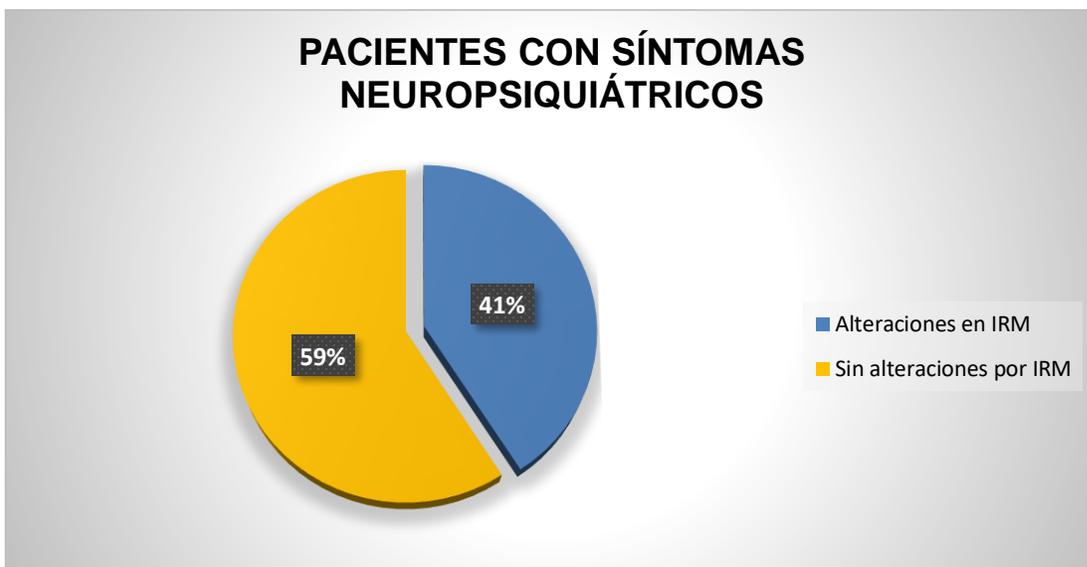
Pacientes con síntomas neuropsiquiátricos que presentaron alteraciones en IRM.
